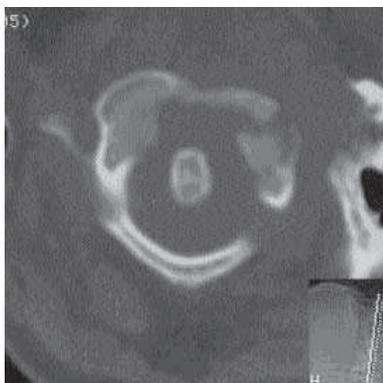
TDM en coupe axiale :
